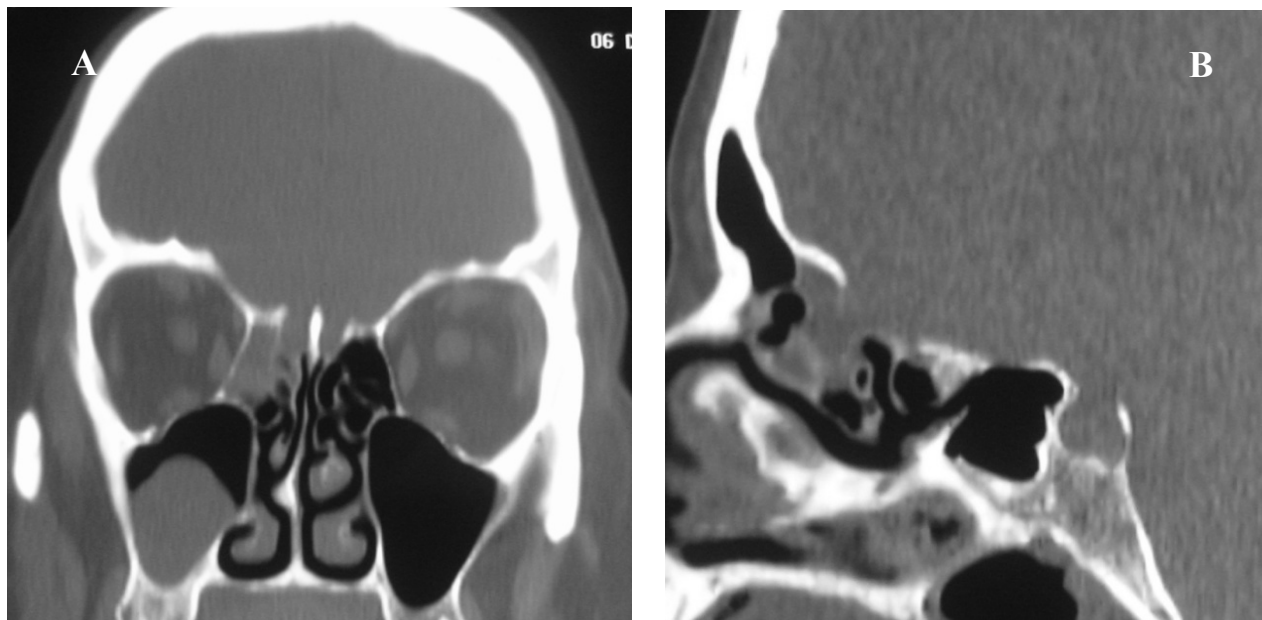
TDM cérébrale haute résolution avec des coupe fines coronale (A) et sagittale (B) montrant une solution de la continuité osseuse niveau de la lame ethmoïdale antérieure droite avec comblement des cellules ethmoïdale et le sinus maxillaire homolatérale (observation N°5).
